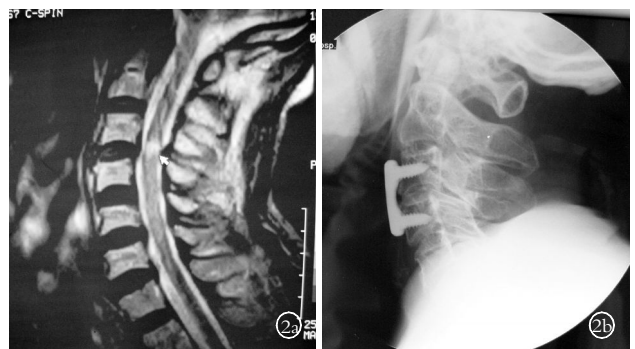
男,67 岁,颈髓中央综合征伤后 1 周 MRI 表现 (T2WI) 2a. MRI 显示 C₃-C₄ 水平髓内中央区异常高信号,前后方均见明显致压因素 2b.行前路 C₃-C₄ 椎间盘摘除、髂骨植骨及颈椎锁定钢板内固定术后 X 线片
